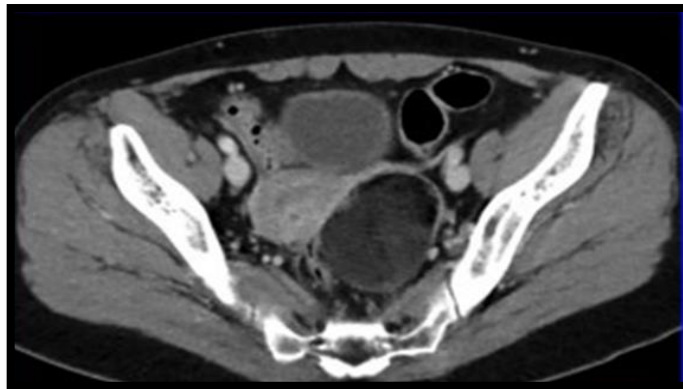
IRM pelvienne d'un kyste ovarien gauche (Originale) .
